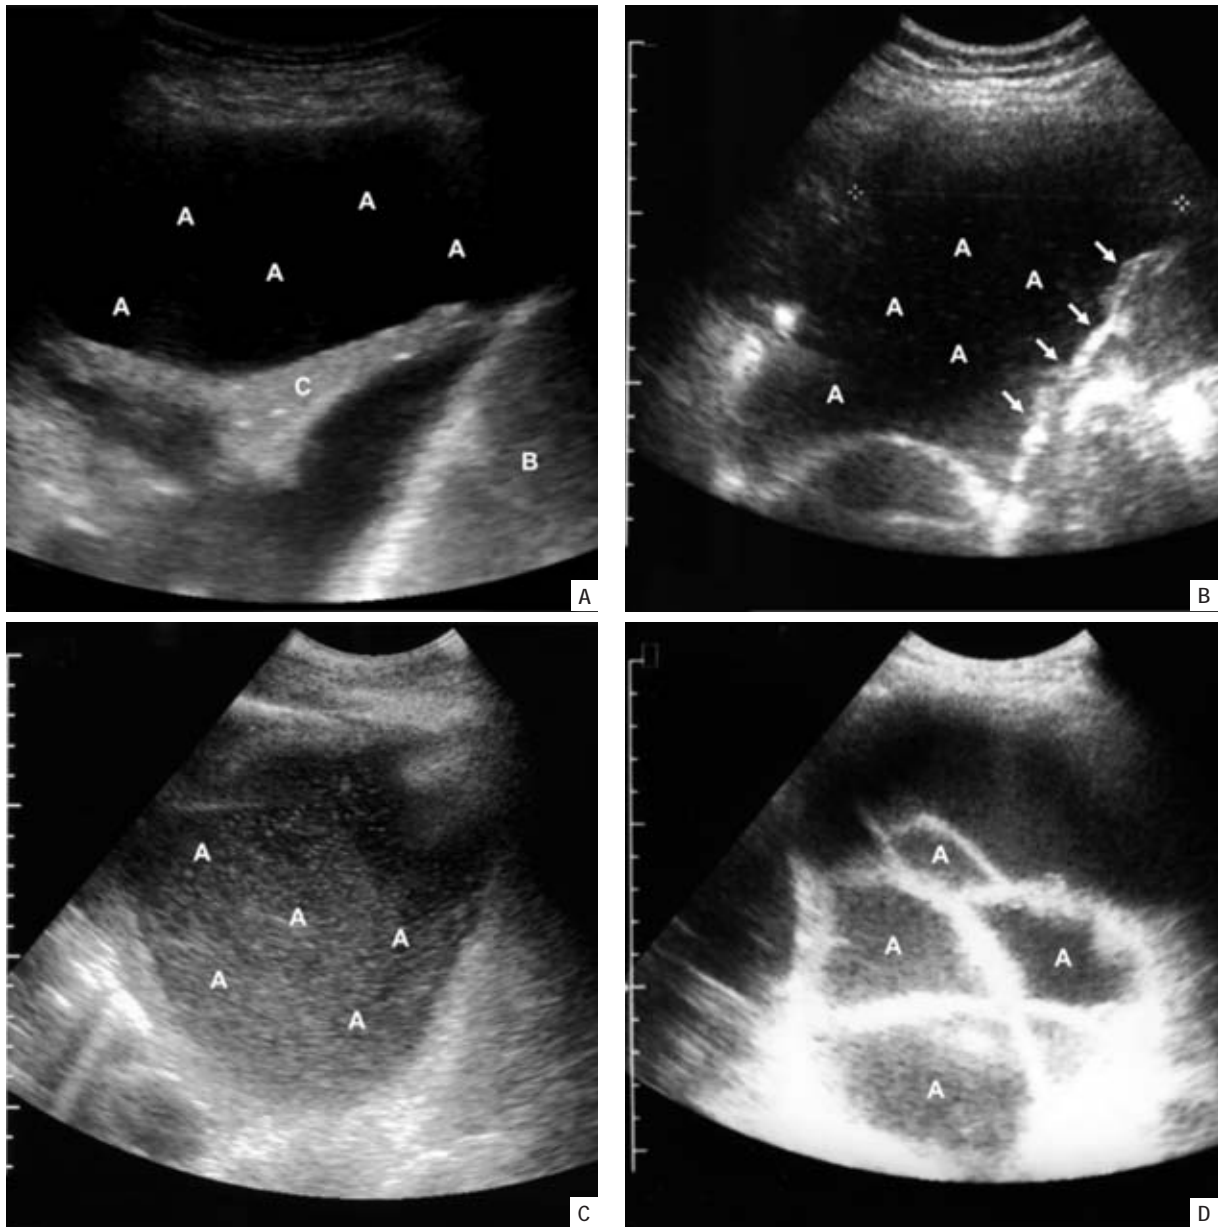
A – Doente do sexo feminino, 65 anos, com etilismo crónico, insuficiência hepática crónica, ascite e derrame pleural. Observa-se um padrão anecogénico puro (A), presente sobretudo nos transudados. O conteúdo líquido encontra-se delimitado pela pleura diafragmática, parênquima hepático heterogéneo (B) e pulmão adjacente com atelectasia passiva (C). B – Doente do sexo feminino, 35 anos, não fumadora, sob investigação por derrame pleural direito. A ecografia torácica revelou um padrão complexo não septado (A) com partículas ecogénicas heterogéneas no interior de líquido anecogénico, normalmente compatível com um exsudado. O movimento das partículas em redemoinho, associado ao espessamento e irregularidade da pleura diafragmática (setas), é sugestivo de derrame neoplásico. As biópsias pleurais confirmaram o diagnóstico de adenocarcinoma do pulmão. C – Doente do sexo masculino, 58 anos, etilismo crónico, pneumonia complicada por empiema sem identificação de agente etiológico. Com um padrão ecogénico homogéneo, no qual todo o espaço entre os dois folhetos se encontra preenchido por líquido de ecogeneidade aumentada (A), presente exclusivamente nos exsudados. D – Doente do sexo masculino, 34 anos, com o diagnóstico de tuberculose pleuropulmonar. Observa-se um padrão complexo septado, com septos móveis e imóveis que estabelecem múltiplas locas (A), estando associado espessamento pleural. Ocorre exclusivamente nos exsudados
